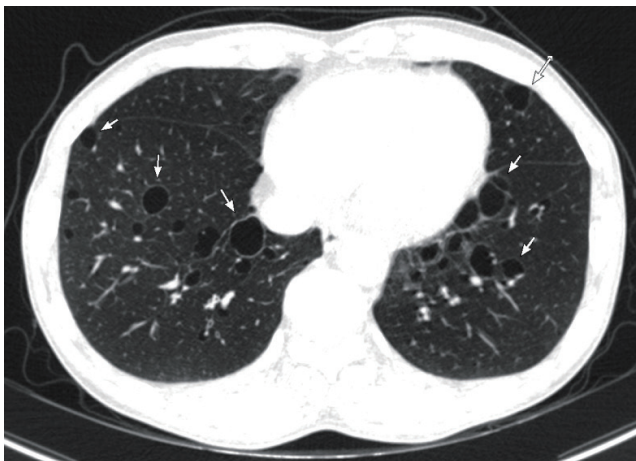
High resolution computed tomography of chest reveals multiple lung cysts.
